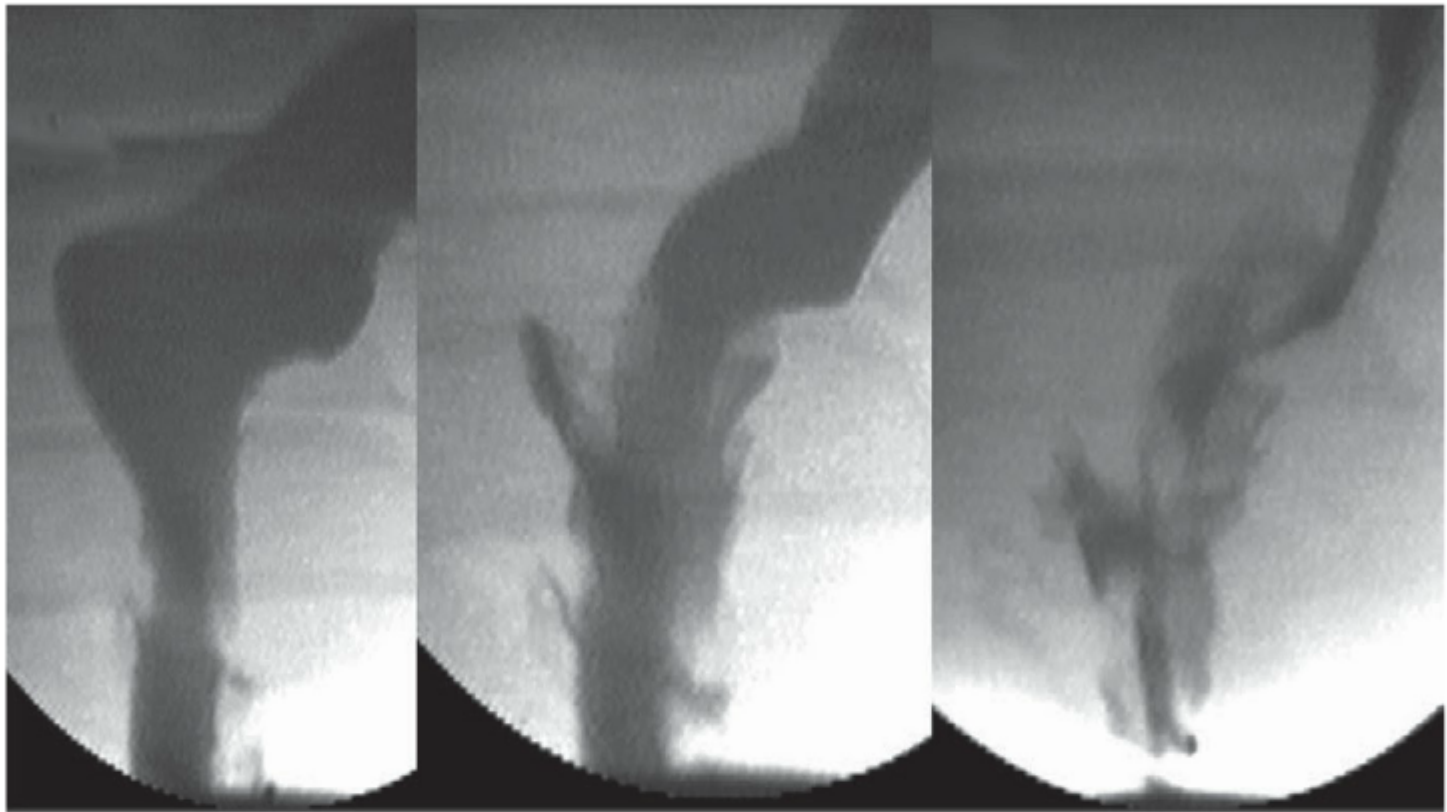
Defecografia mostrando a progressão da intussuscepção interna.
